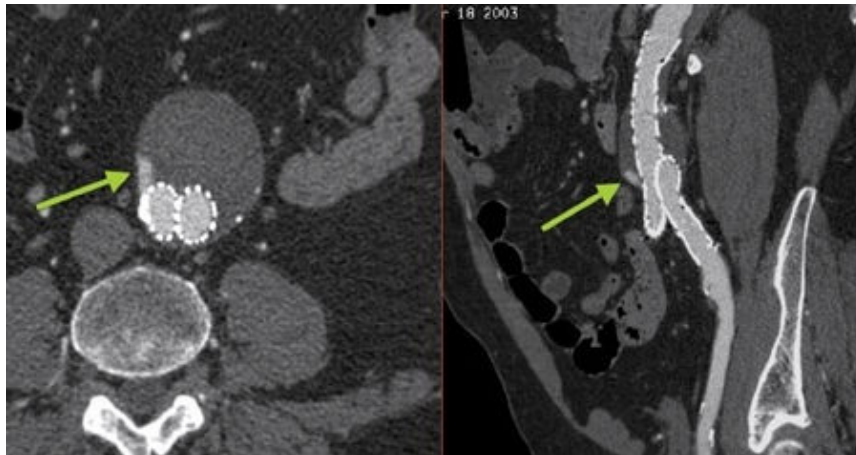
Endoleak tipo II. Angio-TC scansioni tardive che mostrano flusso retrogrado all'interno della sacca aneurismatica.
